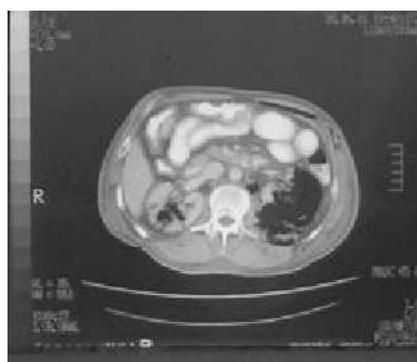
Tomografía axial computada abdominal. Clase 4 de pielonefritis enfisematosa.
